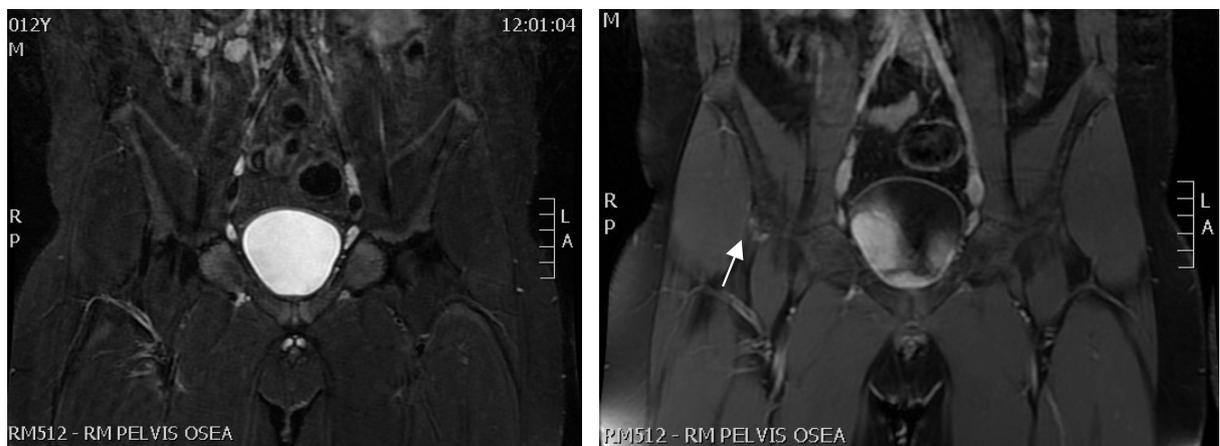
Cortes coronales de resonancia magnética en secuencia STIR y con contraste. Nótese como en secuencia STIR no se aprecia lesión, y con el contraste se observa realce en la espina ilíaca anteroinferior derecha (flecha).
